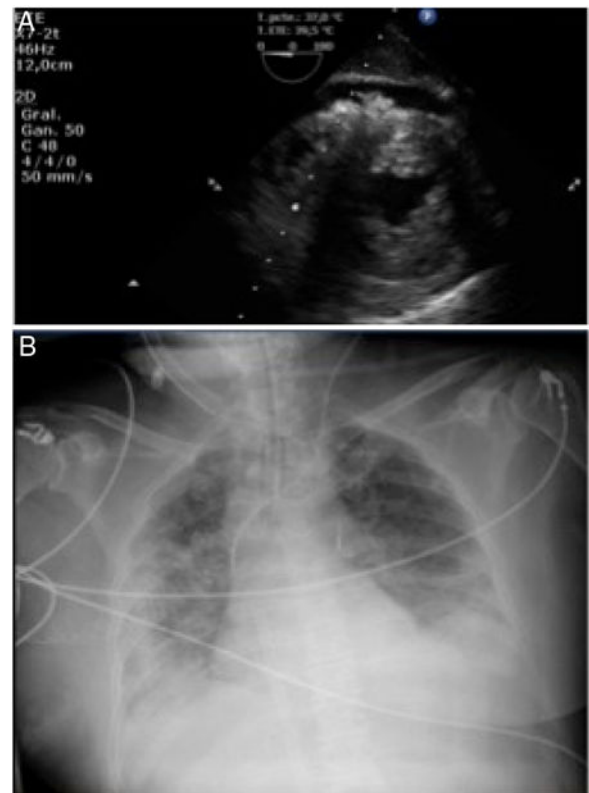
A: ecocardiograma; edema miocárdico y derrame pericárdico. B: radiografía de tórax que muestra la disnea.
